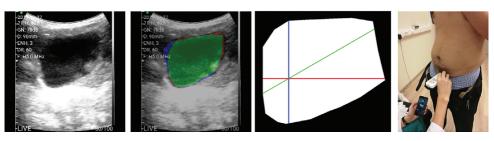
УЗИ мочевого пузыря с ИИ
